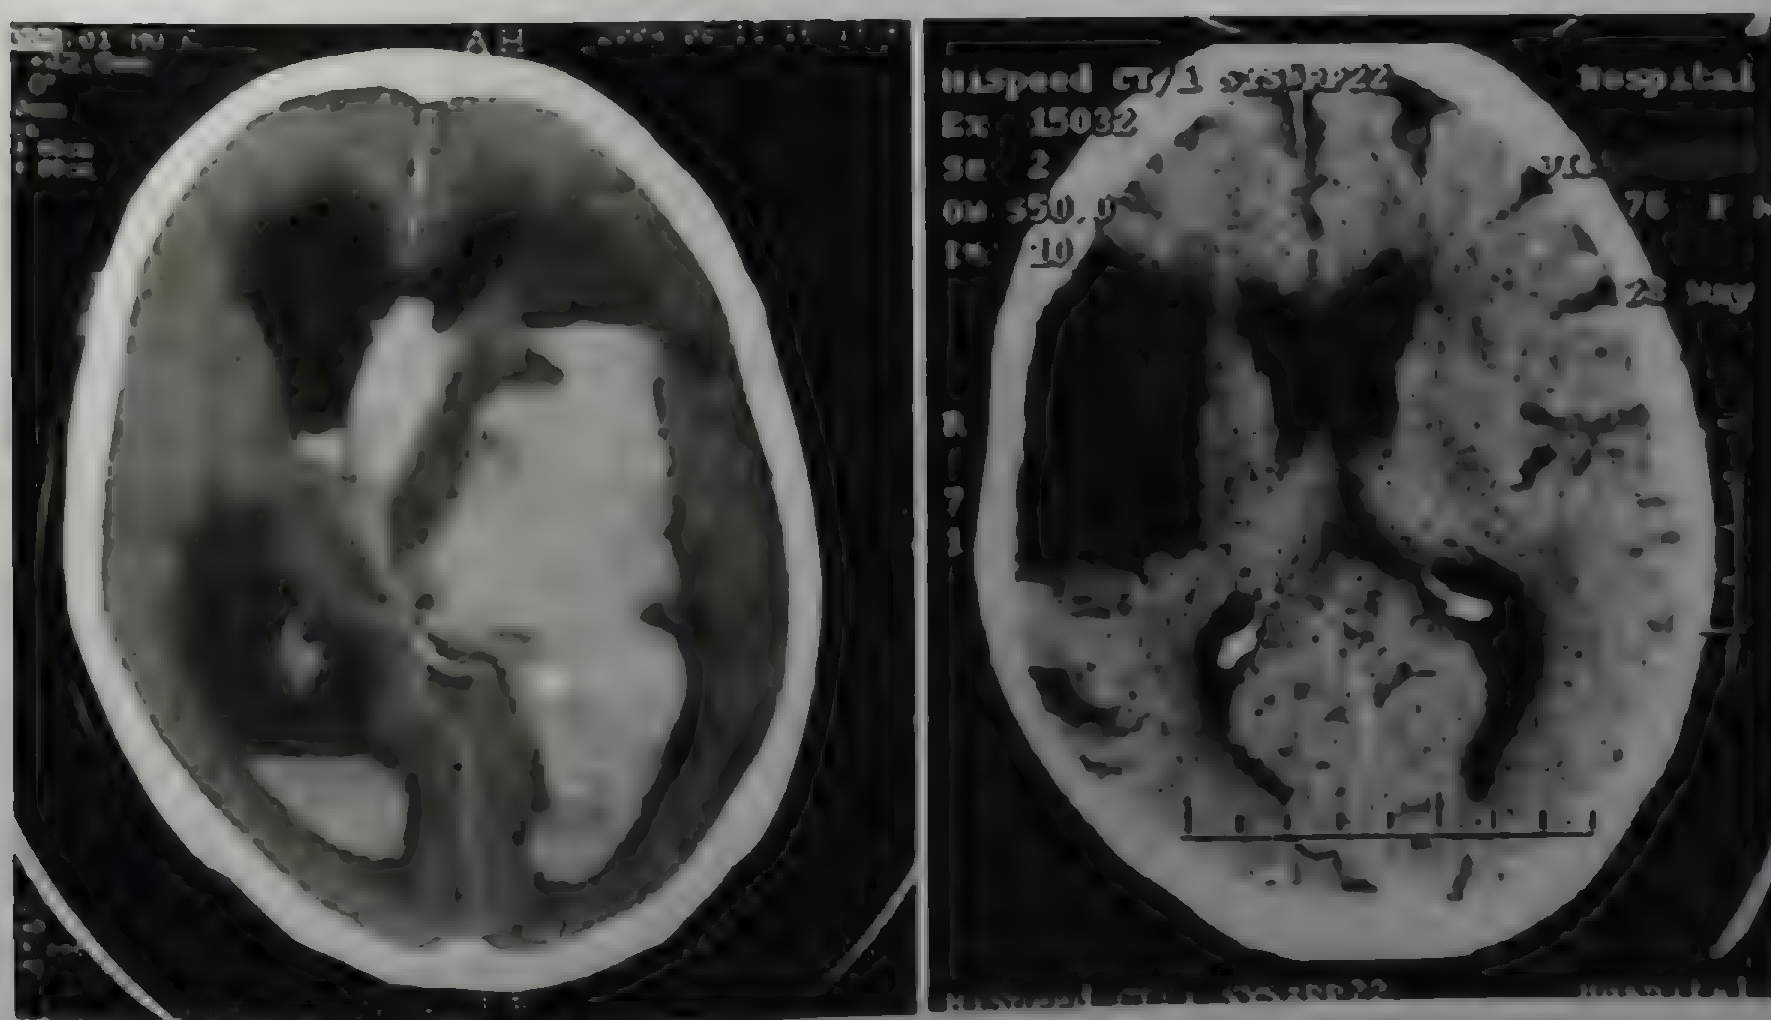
Изменения на компьютерной томограмме при геморрагическом (слева) и ишемическом (справа) инсультах
